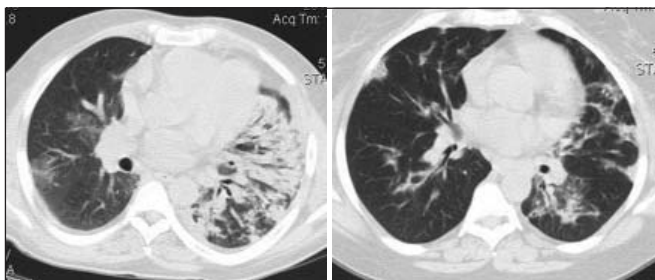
Пациент 33 лет. КТ-картина вирусно-бактериальной пневмонии в начальном периоде заболевания. Уровень устьев бронхов базальных сегментов
